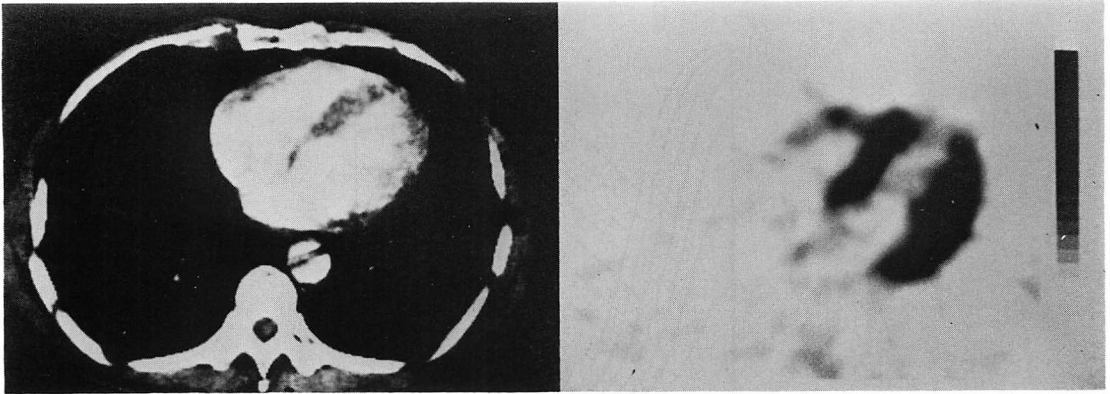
Enhanced CT image and PET image of a case of old anterior myocardial infarction.
